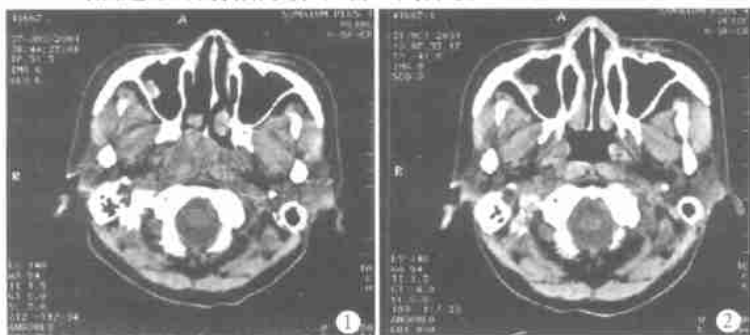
放疗前鼻咽 CT 见鼻咽部右侧软组织肿块影
